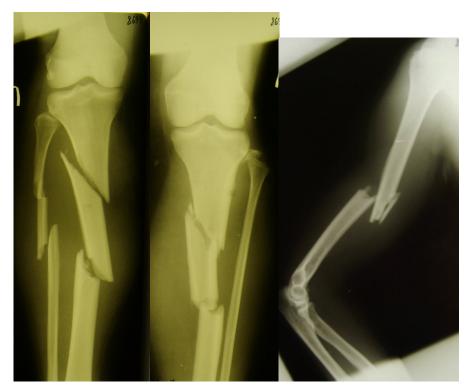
Рентгенограммы пациентки Т. (33 года) при поступлении
